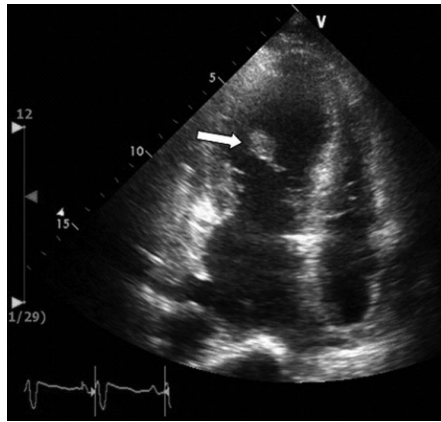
The transthoracic echocardiogram shows vegetation, approximately 1.9 cm x 1.6 cm. White arrow indicated.
